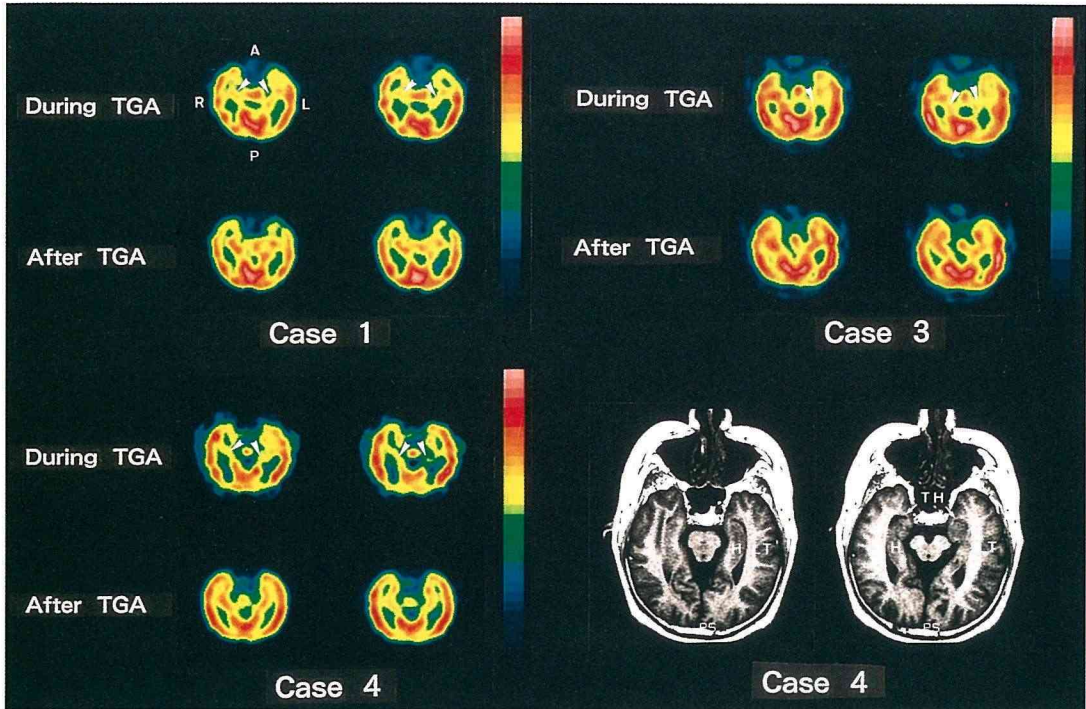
TGA 発作中と発作後の海馬長軸に平行な SPECT 画像
